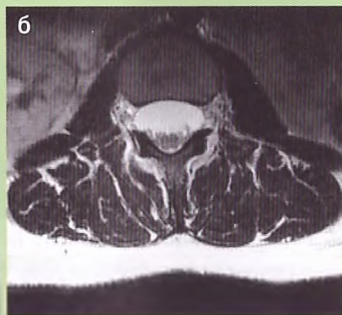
Синдром жесткой конечной нити (фиксированного спинного мозга). МРТ: а — T2-взвешенное изображение в сагиттальной плоскости. Позвоночный канал в поясничной области расширен, мозговой конус расположен необычно низко (на уровне дужки позвонка L_v) и прилегает к твердой мозговой оболочке. Другие пороки развития, такие как дермальный синус, липома или менингомиелоцеле, отсутствуют; б, в — на аксиальных T2-взвешенных изображениях напротив Th12 (б) и L2 (в) позвонков четко виден спинной мозг. При этом даже на уровне L2 диаметр спинного мозга превышает диаметр конского хвоста. Мозговой конус сращен с твердой мозговой оболочкой.
